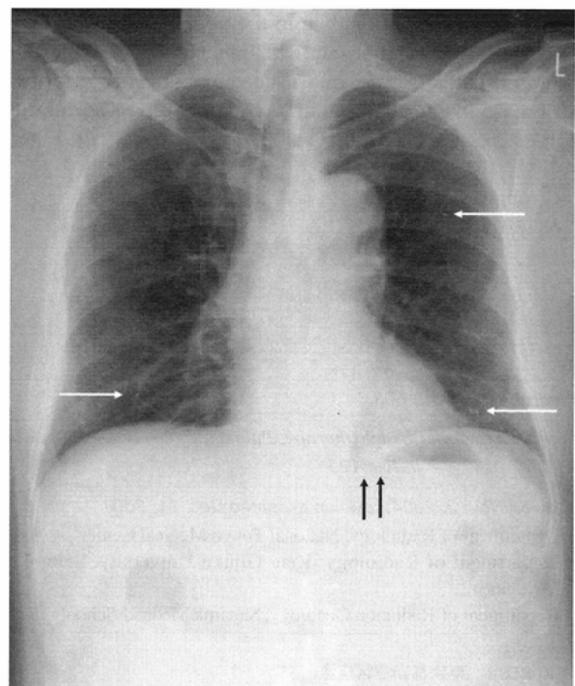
Posteroanterior chest X-ray during follow-up.
